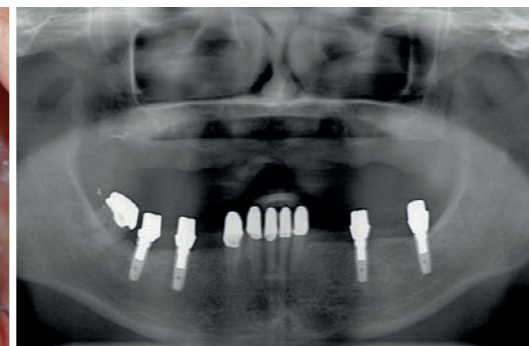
Röntgen-Orthopantomogramm (OPT) vor Knochenaufbau im Oberkiefer: geringe Knochenhöhe im Seitenzahngebiet mit tiefen Recessus alveolares.
